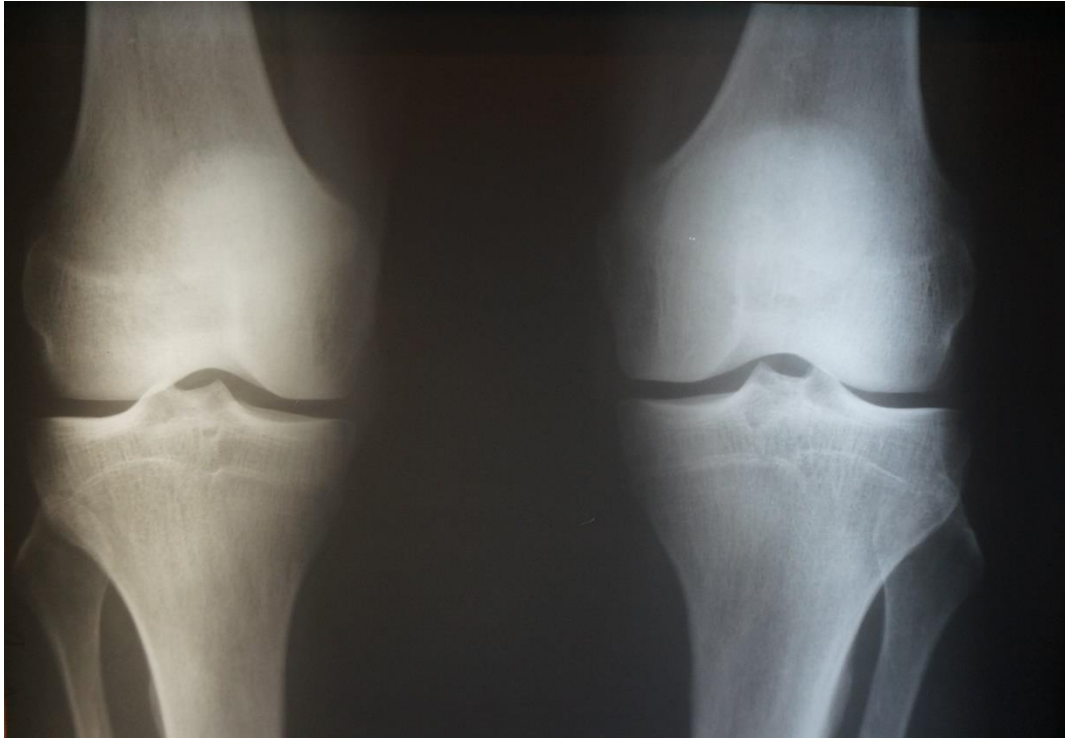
Рентгенологічне дослідження суглобів пацієнт М.
